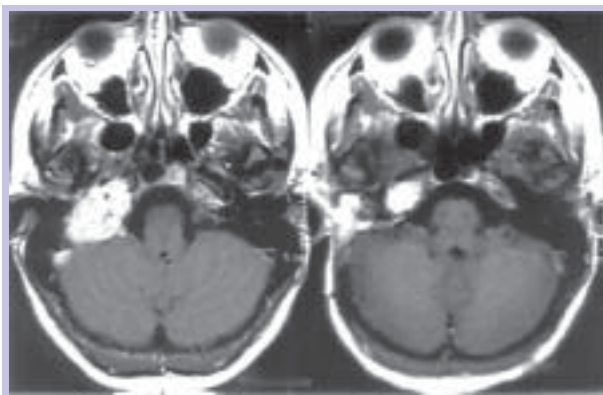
Doente de 72 anos de idade com o diagnóstico de recidiva de neurinoma do VIII nervo direito; imagens de ressonância magnética pesada em T1 com gadolínio antes e após 32 meses a RCE revelando significativa redução tumoral.
